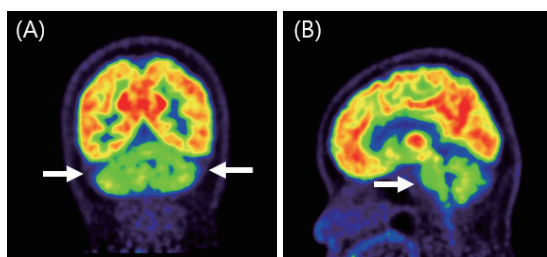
¹⁸F-FDG Brain PET/CT, Decreased glucose metabolism in both cerebellum, (A) Coronal (B) Sagittal
